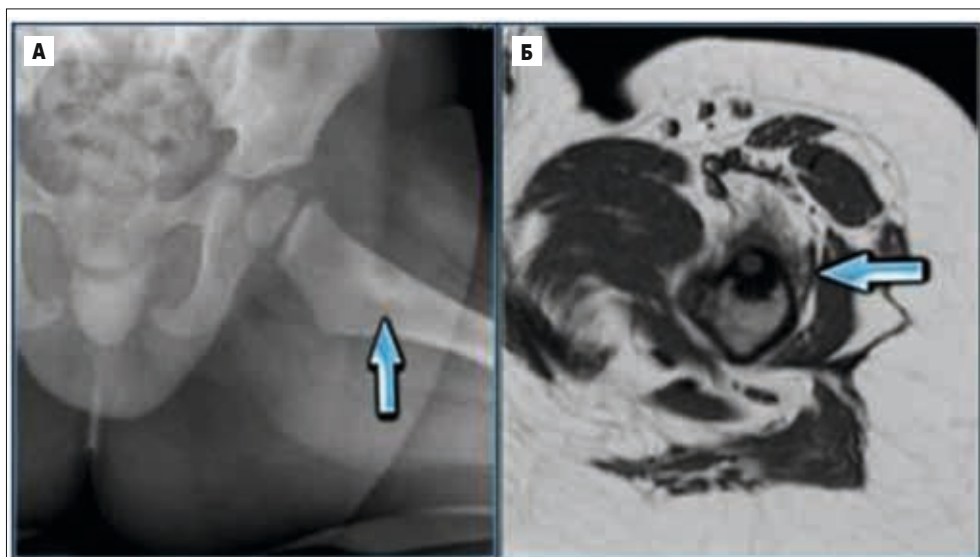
А – рентгенограма кульшового суглоба, у кірковій речовині метадіафіза визначається ексцентрично розташований осередок деструкції діаметром до 1 см, оточений зоною склерозу; Б – КТ кульшового суглоба, на тлі деструкції визначається компактно включення – ядро
